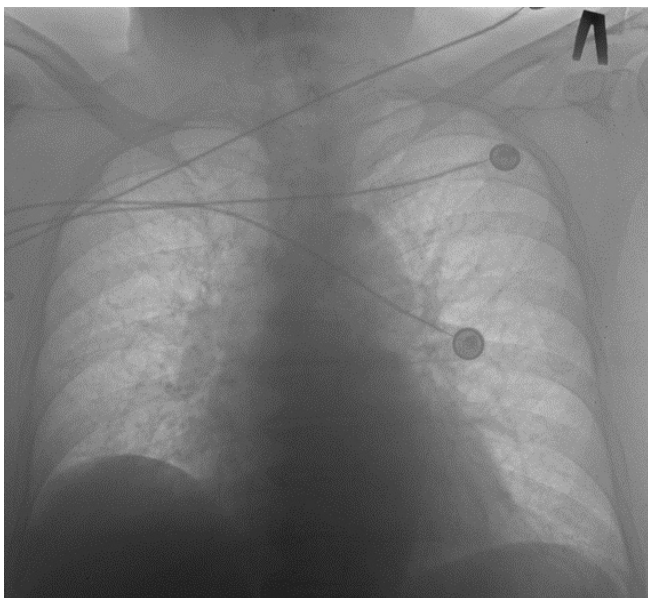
Рентгенограмма пациентки при поступлении.
